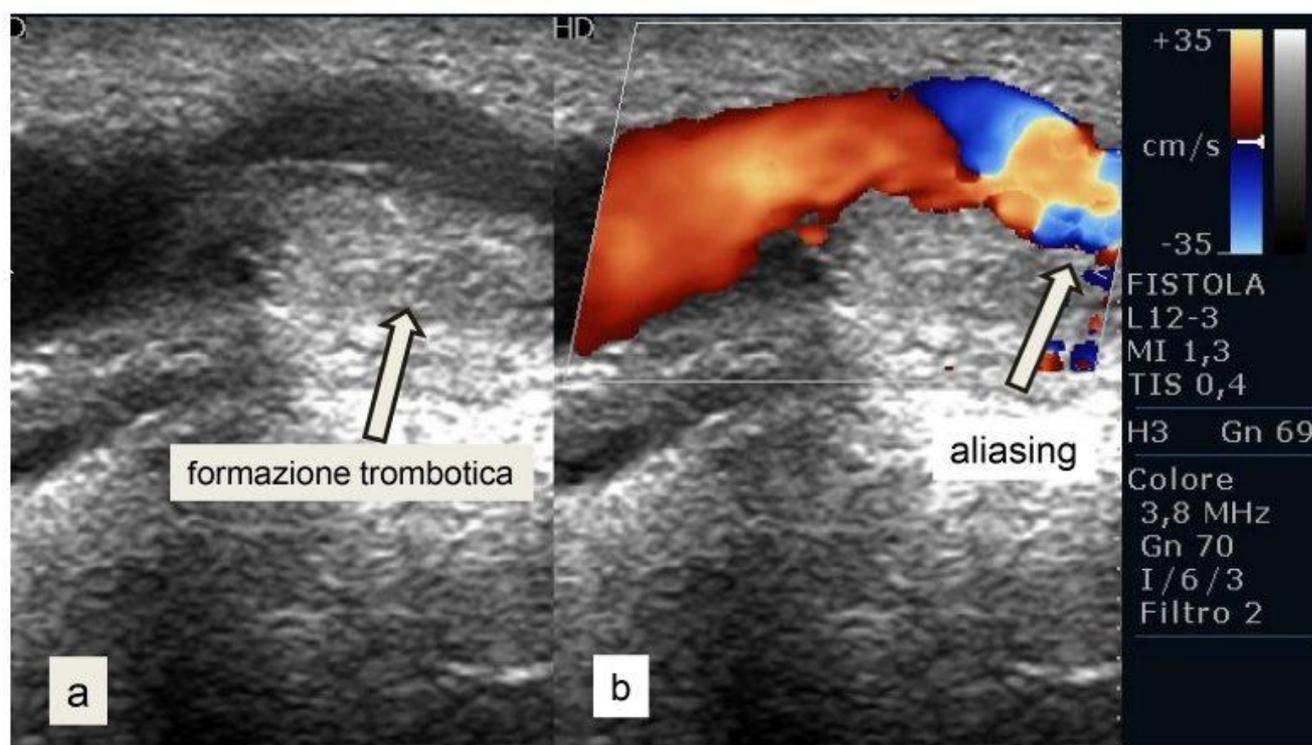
Scansione longitudinale vena cefalica. a) B-mode: presenza nel lume della vena cefalica di materiale ipoecogeno occupante buona parte del lume vasale; b) Ecocolordoppler: presenza di turbolenza di flusso con aliasing
